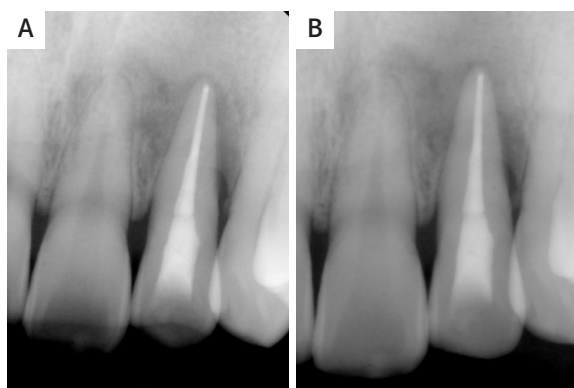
(A) Periapical view taken four months post operation shows bony healing, especially on the mesial side. (B) Periapical view taken seven months post operation shows healing of periapical lesion but no attachment was formed on the distal aspect.
